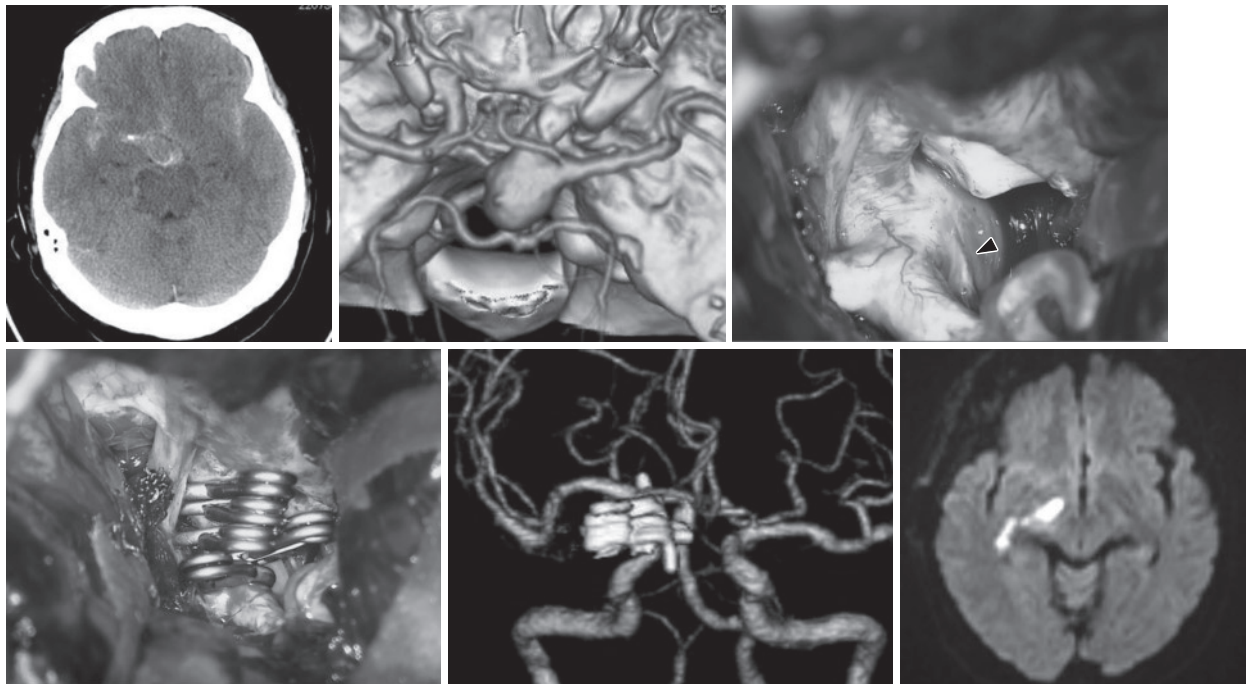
A: Computed tomography (CT) scan at admission revealing an isodense mass surrounded by a subarachnoid hemorrhage in the basal cistern.
